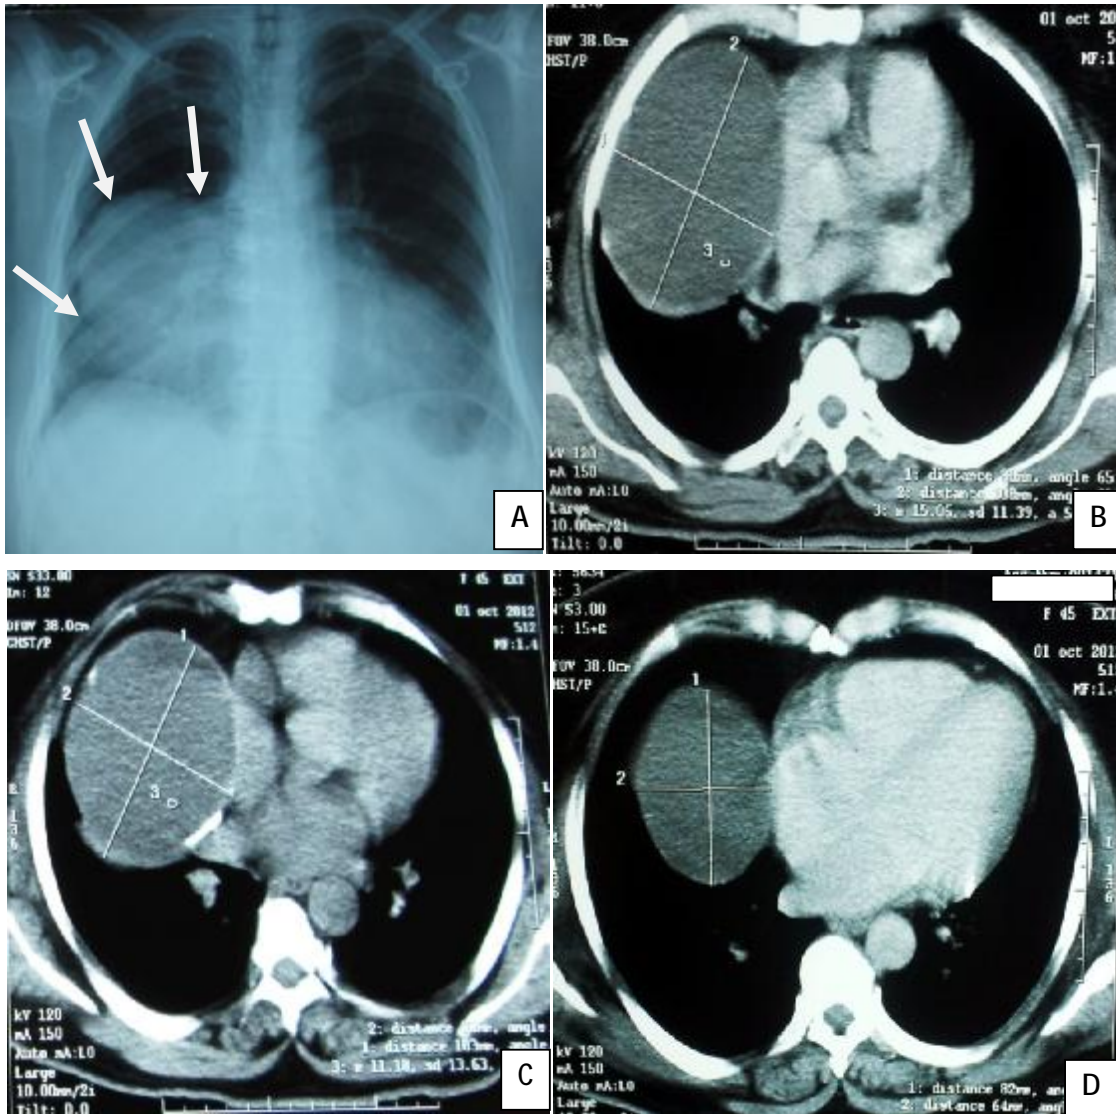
A : Radiographie thoracique de face : Opacité médiastinale antérieure à débord latéral droit.
